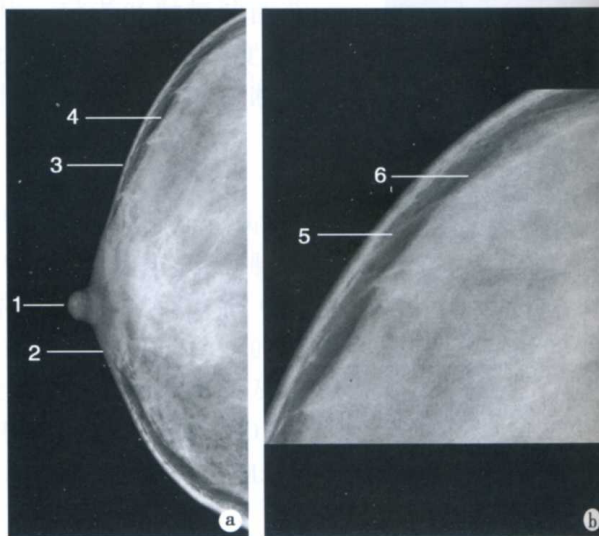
乳头、乳晕、皮肤、皮下脂肪、悬吊韧带、浅筋膜浅层X线表现
